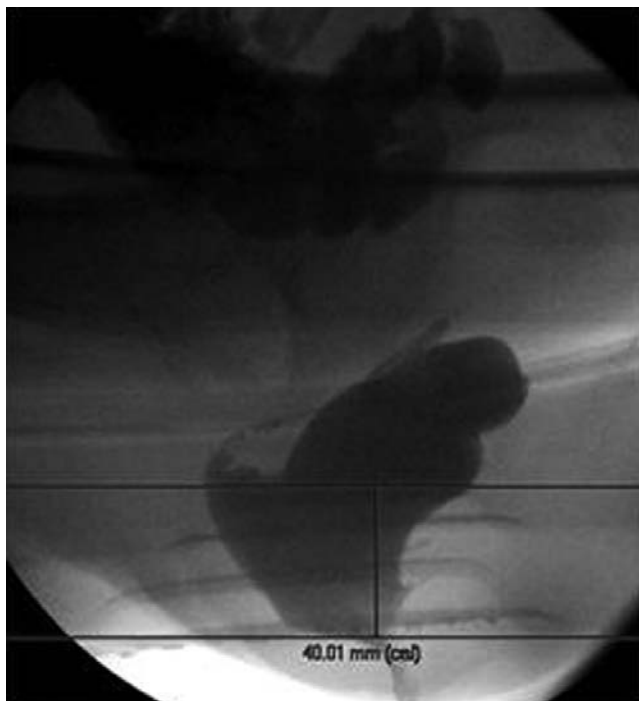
Defecografía durante la fase de evacuación: se observa un descenso de la unión anorrectal de más de 4 cm por debajo de la línea bisquiática asociado con invaginación rectal tardía y rectocele anterior.
